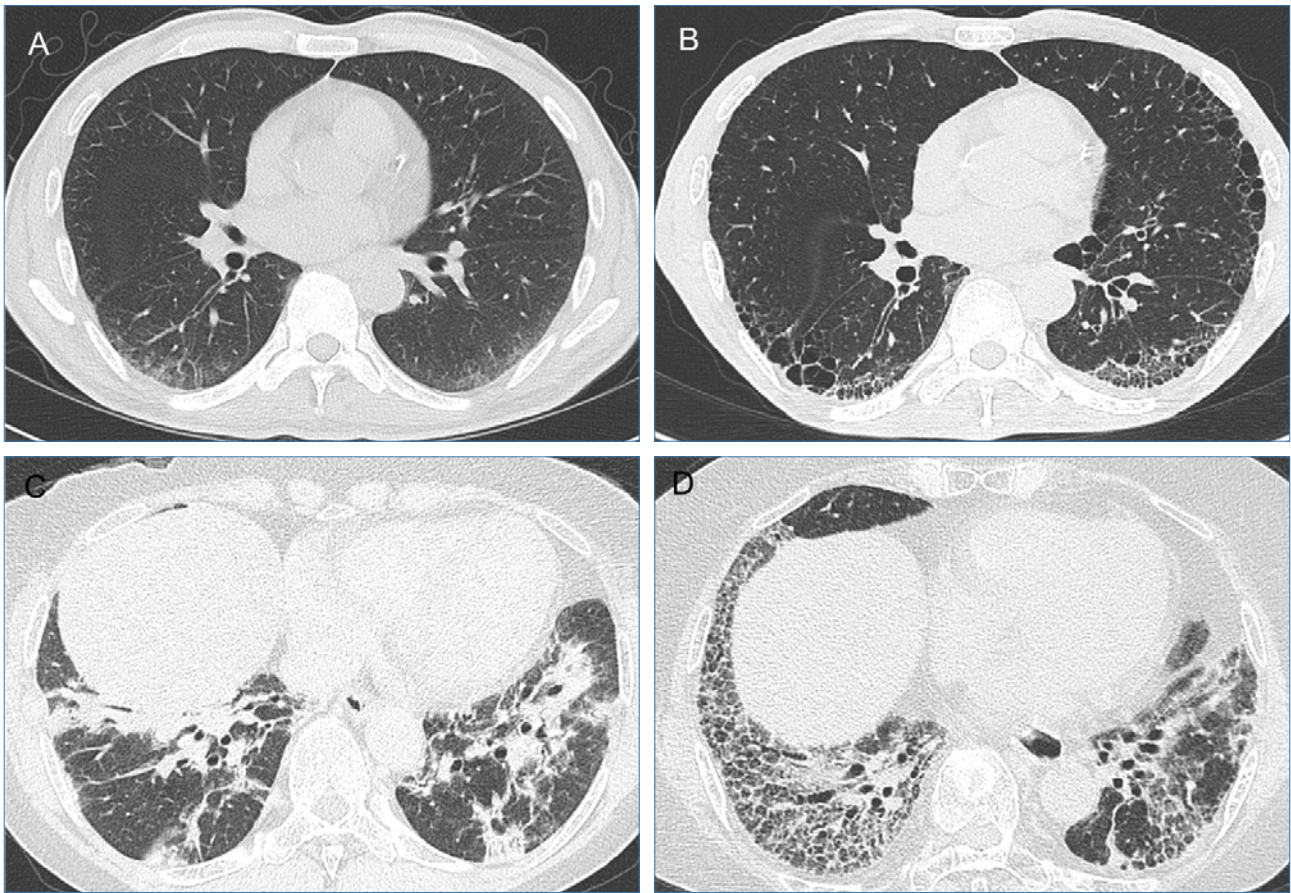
Chest HRCT of PPF [a patient with NSIP (A, B) and a patient with polymyositis-ILD (C, D)]. (A) Initial axial CT image shows ground-glass opacity with mild reticulation in both lungs predominant in dorsolateral areas of the both lower lobes. (B) On follow-up HRCT obtained 8 years after the initial study, progression of pulmonary fibrosis is well demonstrated with traction bronchiolectasis, subpleural honeycombing and architectural distortion with volume loss in the lower lungs and also in lingula. (C) Initial axial CT image in a patient with polymyositis shows peribronchovascular and peripheral distribution of air-space consolidation with air-bronchograms in the lower lungs, which suggests organizing pneumonia pattern. (D) On follow-up HRCT obtained 4 years after the initial study, much progression of pulmonary fibrosis is well shown with diffuse and peribronchovascular distribution of coarse reticulation and traction bronchiolectasis.
